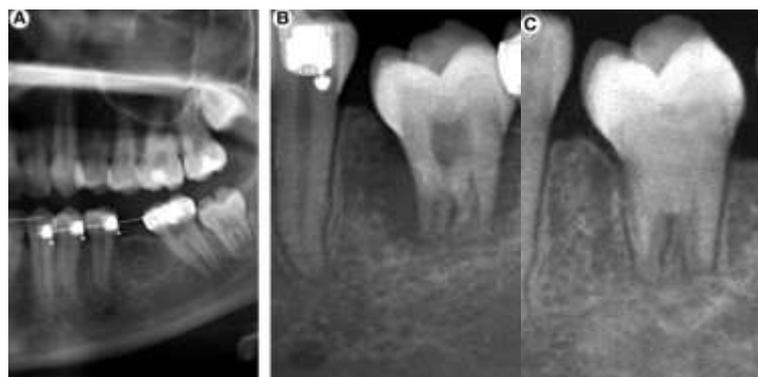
Desenvolvimento radicular prejudicado após transplante em um alvéolo preparado. A – Radiografia panorâmica mostrando a situação durante a abertura do espaço ortodôntico após a perda precoce do primeiro molar na mandíbula esquerda. B – Situação radiológica após a confecção do alvéolo e transplante de terceiro molar superior. C – Situação do no seguimento final 6,8 anos após o autotransplante, podendo observar o desenvolvimento radicular prejudicado com o comprimento final radicular reduzido. (BAUSS et. al, 2008)
